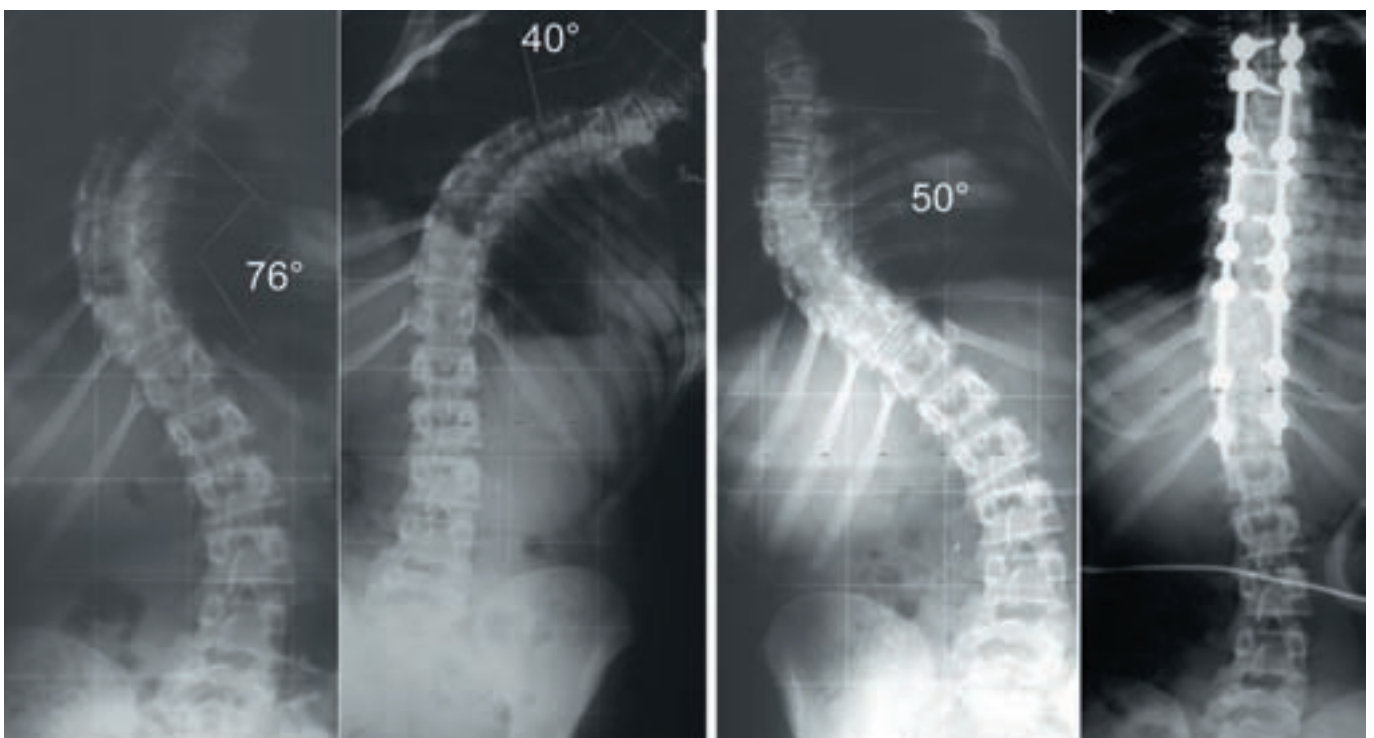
B: Röntgenbilder der oben dargestellten Patientin, die von Th 2 bis Th 12 stabilisiert wurde, um die rigide obere Krümmung und den Schulterhochstand zu korrigieren.
